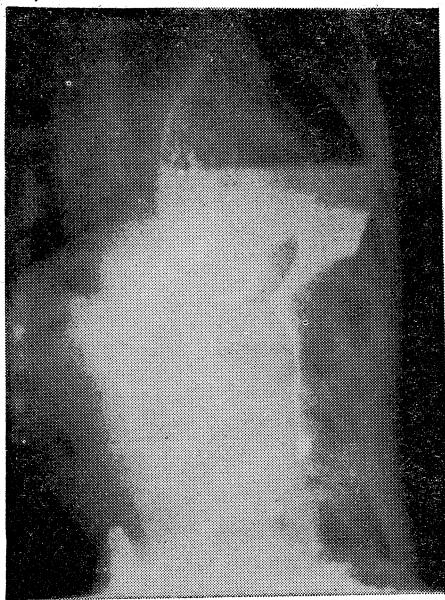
Hastanın direkt göğüs grafisinde sol diafragmanın yükseltmiş olduğu raporedildi.
